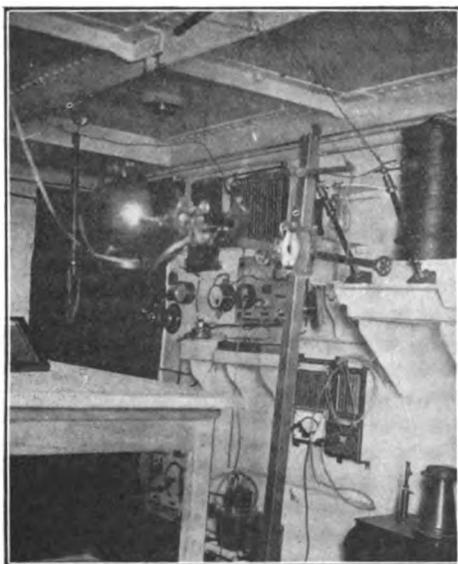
Installation disposée pour la radiographie de haut en bas.
